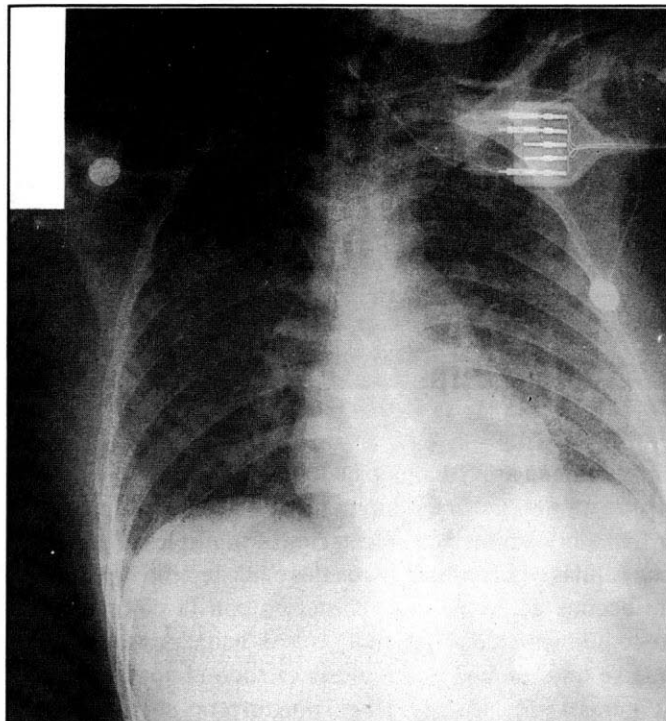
Radiografía de tórax: infiltrado difuso reticulonodular en ambos campos pulmonares.
